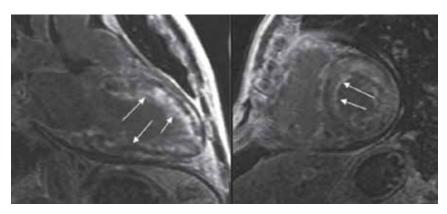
MP-томограммы. Отсроченное контрастирование. Визуализируется неравномерное субэндокардиальное накопление контрастного препарата миокардом ЛЖ [Собственное наблюдение]
